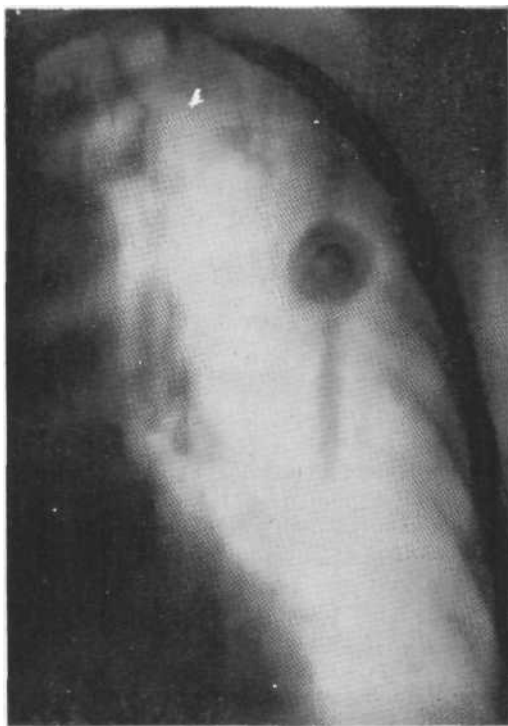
Томограмма в прямой проекции. Туберкулома с обызвествлением в центре и обызвествлением в I—II сегментах. Операция.
